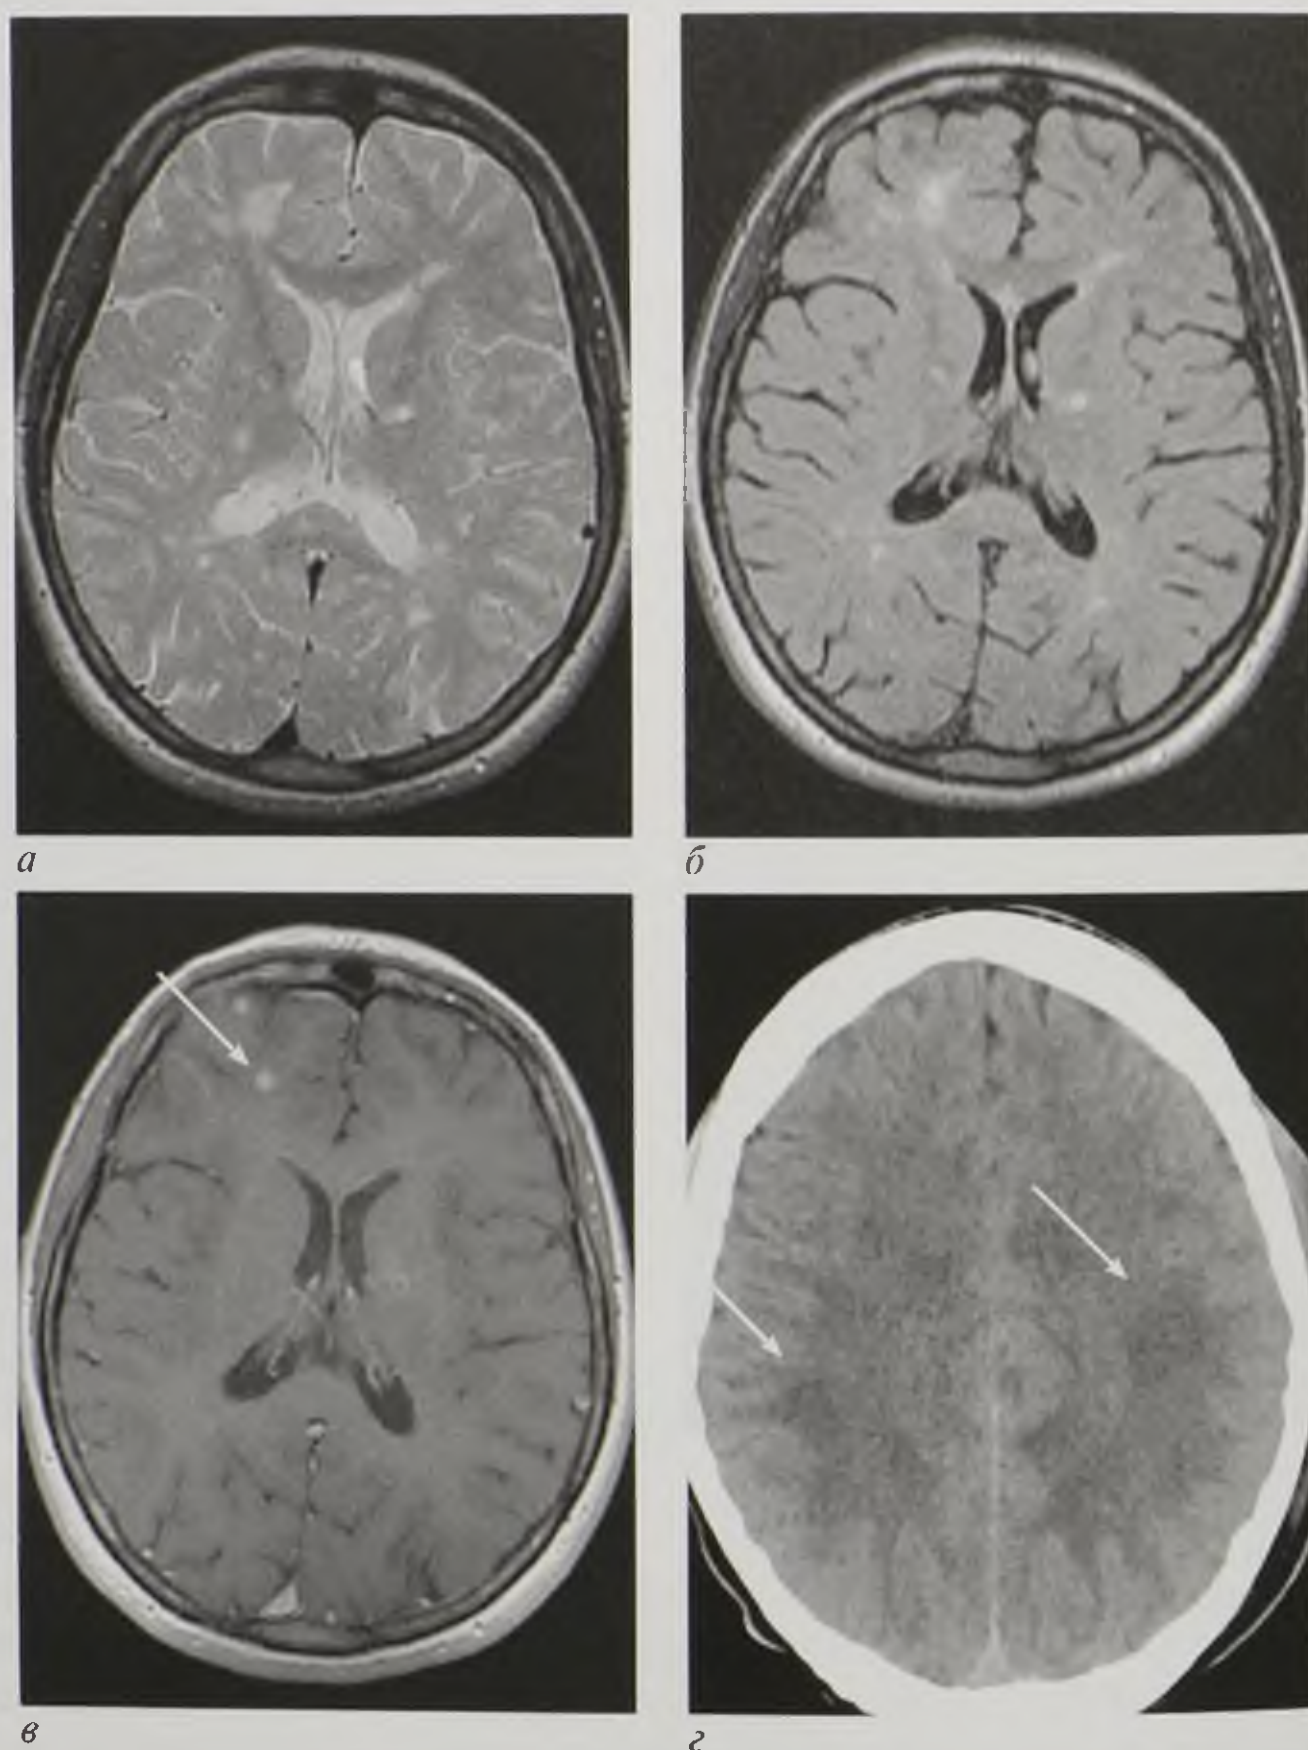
Рассеянный склероз: магнитно-резонансные томограммы в аксиальной плоскости, T2-взвешенное изображение до (а, б) и T1-взвешенное изображение после (в) введения контрастного вещества; компьютерная томограмма в аксиальной плоскости (г). Стрелки указывают на гематоэнцефалический барьер
